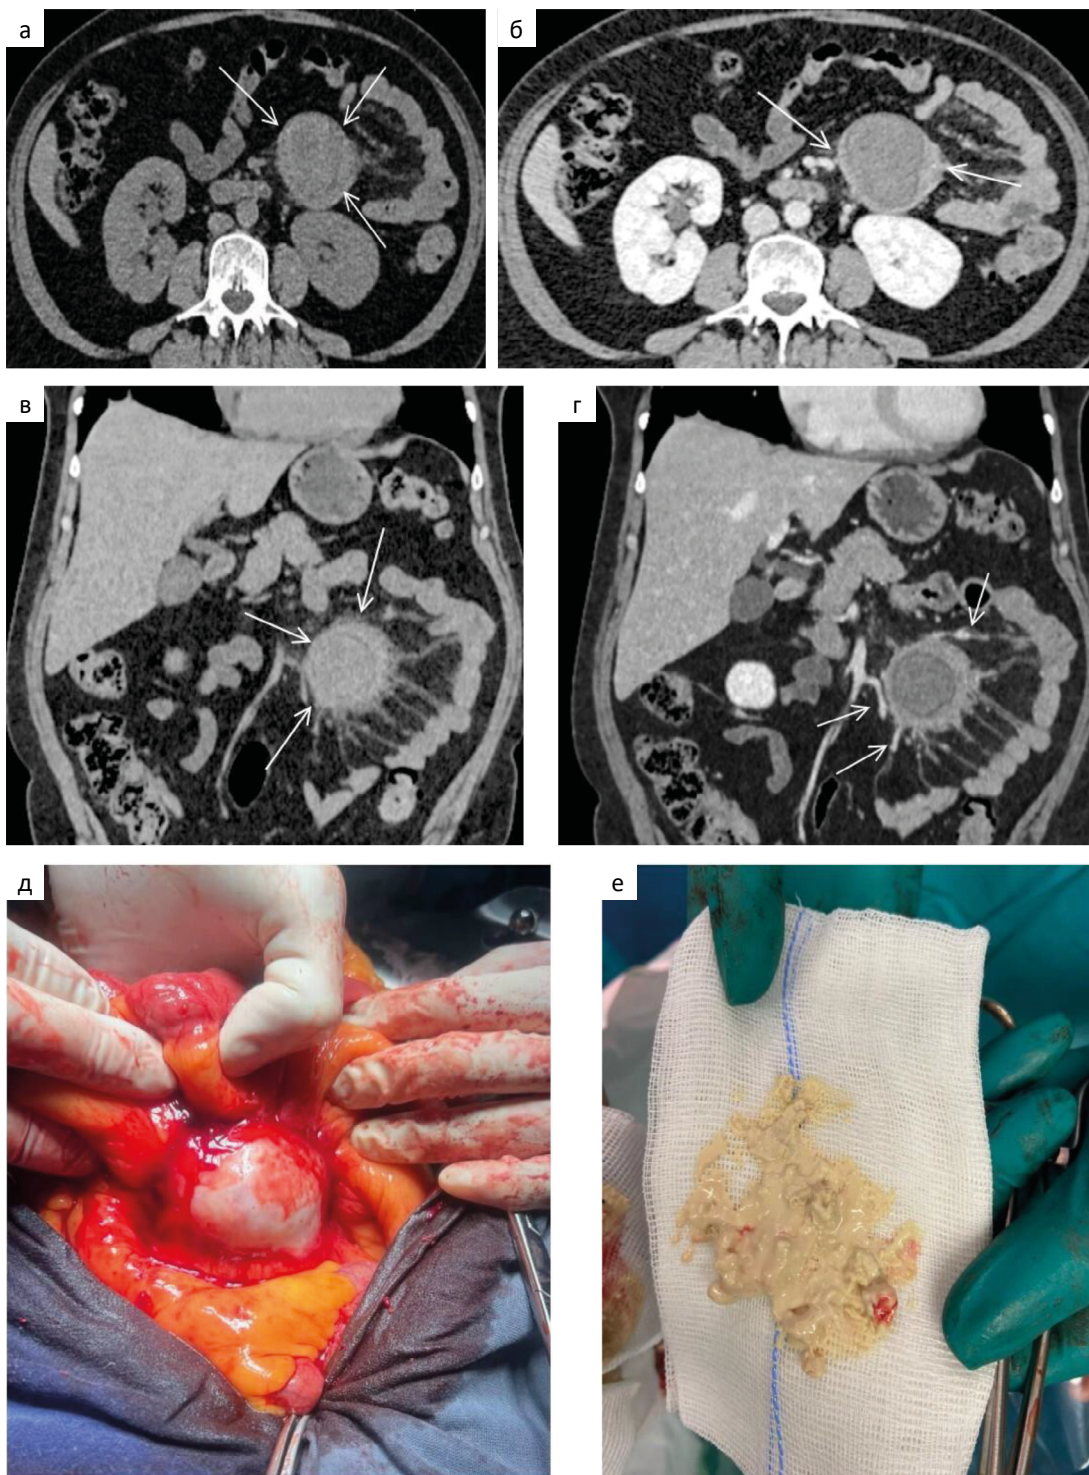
Аксиальные (а, б) и фронтальные (в, г) компьютерные томограммы пациентки К. 55 лет с госсипомой брюшной полости (в различные фазы внутривенного контрастирования).
